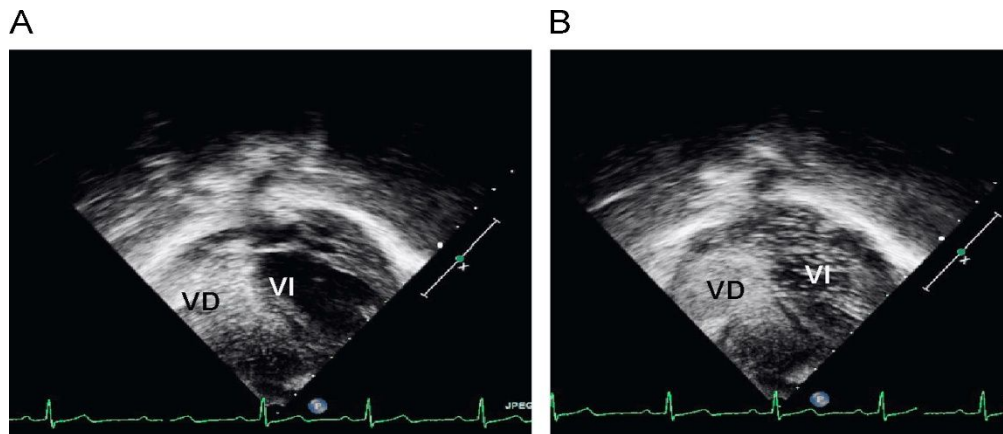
Ecocardiograma con contraste. Shunt derecho-izquierdo. (52). *An Pediatr.*2010;73: 272-6Vol. 73 Núm.5 DOI: 10.1016/j.anpedi.2010.06.007
